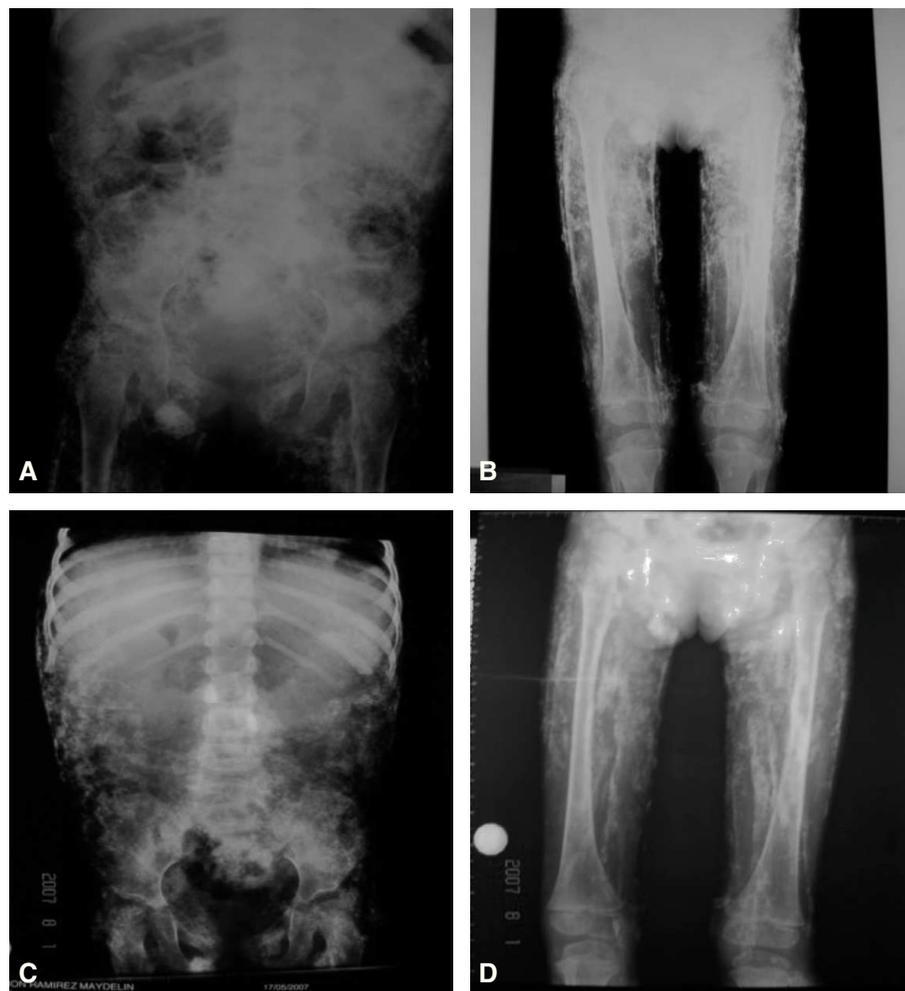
A y B: calcinosis generalizada observada en radiografías simples de abdomen, pelvis y extremidades inferiores al diagnóstico. C y D: la misma paciente, con calcinosis generalizada en regresión después del tratamiento con metilprednisolona intravenosa.
